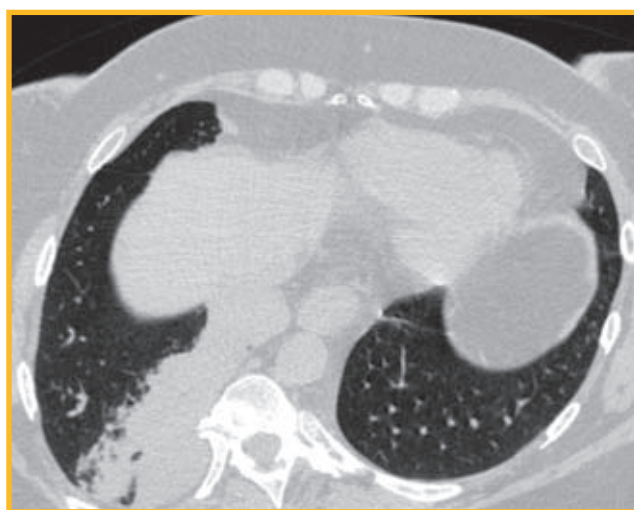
Компьютерная томограмма легких (аксиальная и фронтальная проекции): зона инфильтрации легочной ткани без бронхограмм неоднородной структуры с жидкостными включениями в S7 и S10 справа, грыжа пояснично-реберного треугольника справа, кифосколиотическая деформация грудной клетки
